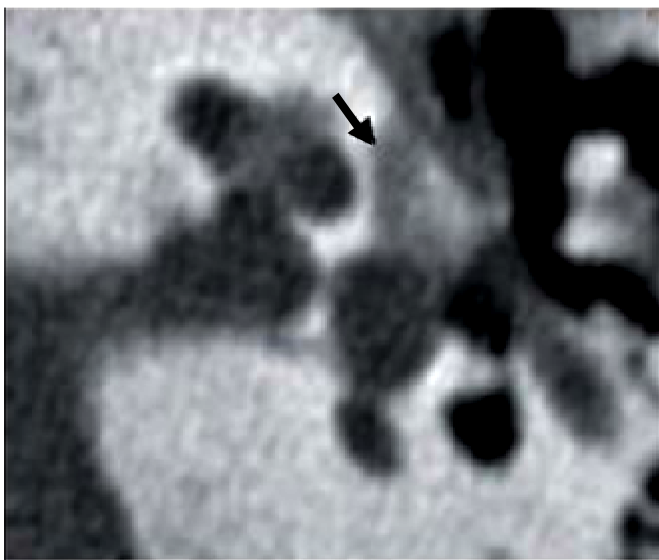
Coupe TDM axiale passant par la région préstapédienne [D]
